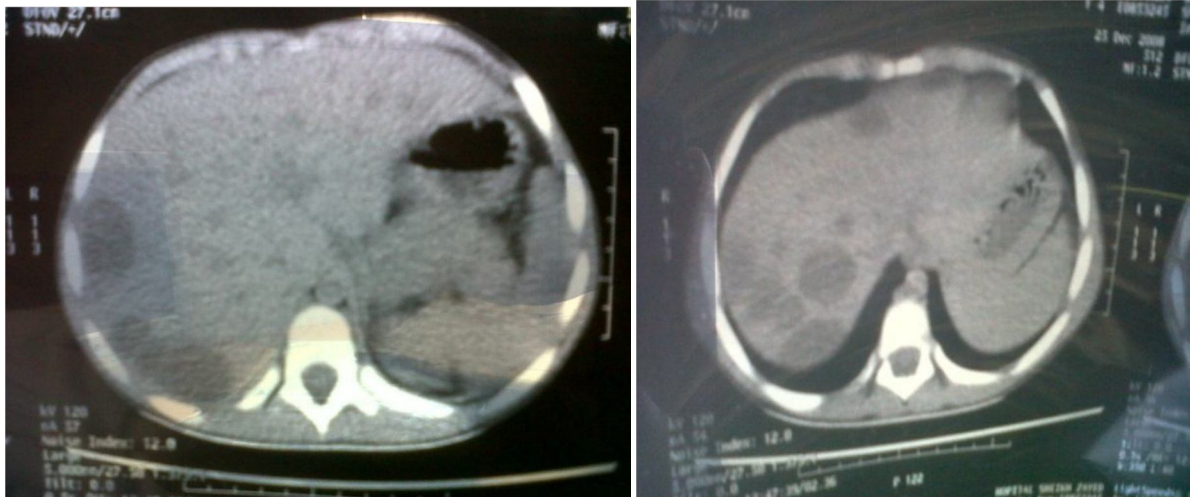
TDM abdominale en faveur d'une localisation secondaire hépatique (Photos HER).
